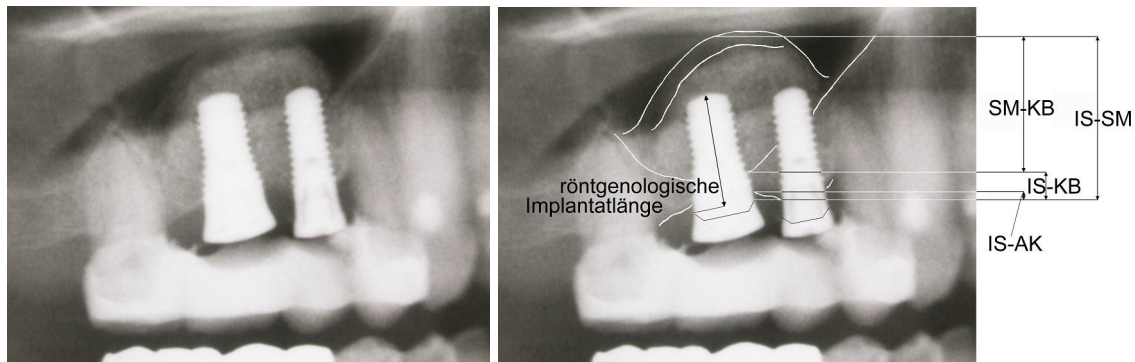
Messpunkte am Originalröntgenbild. - Unmittelbar postoperatives Röntgenbild; links Originalröntgenbild; rechts wurden die gesuchten Strukturen markiert. Ein in den subantralen Hohlraum eingebrachtes Kollagenvlies, das postoperativ aufquillt stellt sich ähnlich einer Schleimhautschwellung dar. „AK“: Alveolarkamm, „IS“: Implantatschulter, „SM“: Schneider'sche Membran, „KB“: Ursprünglicher Kieferhöhlenboden; „IS-SM“, „IS-KB“, „IS-AK“, „SM-KB“: Dazugehörige Strecken.
